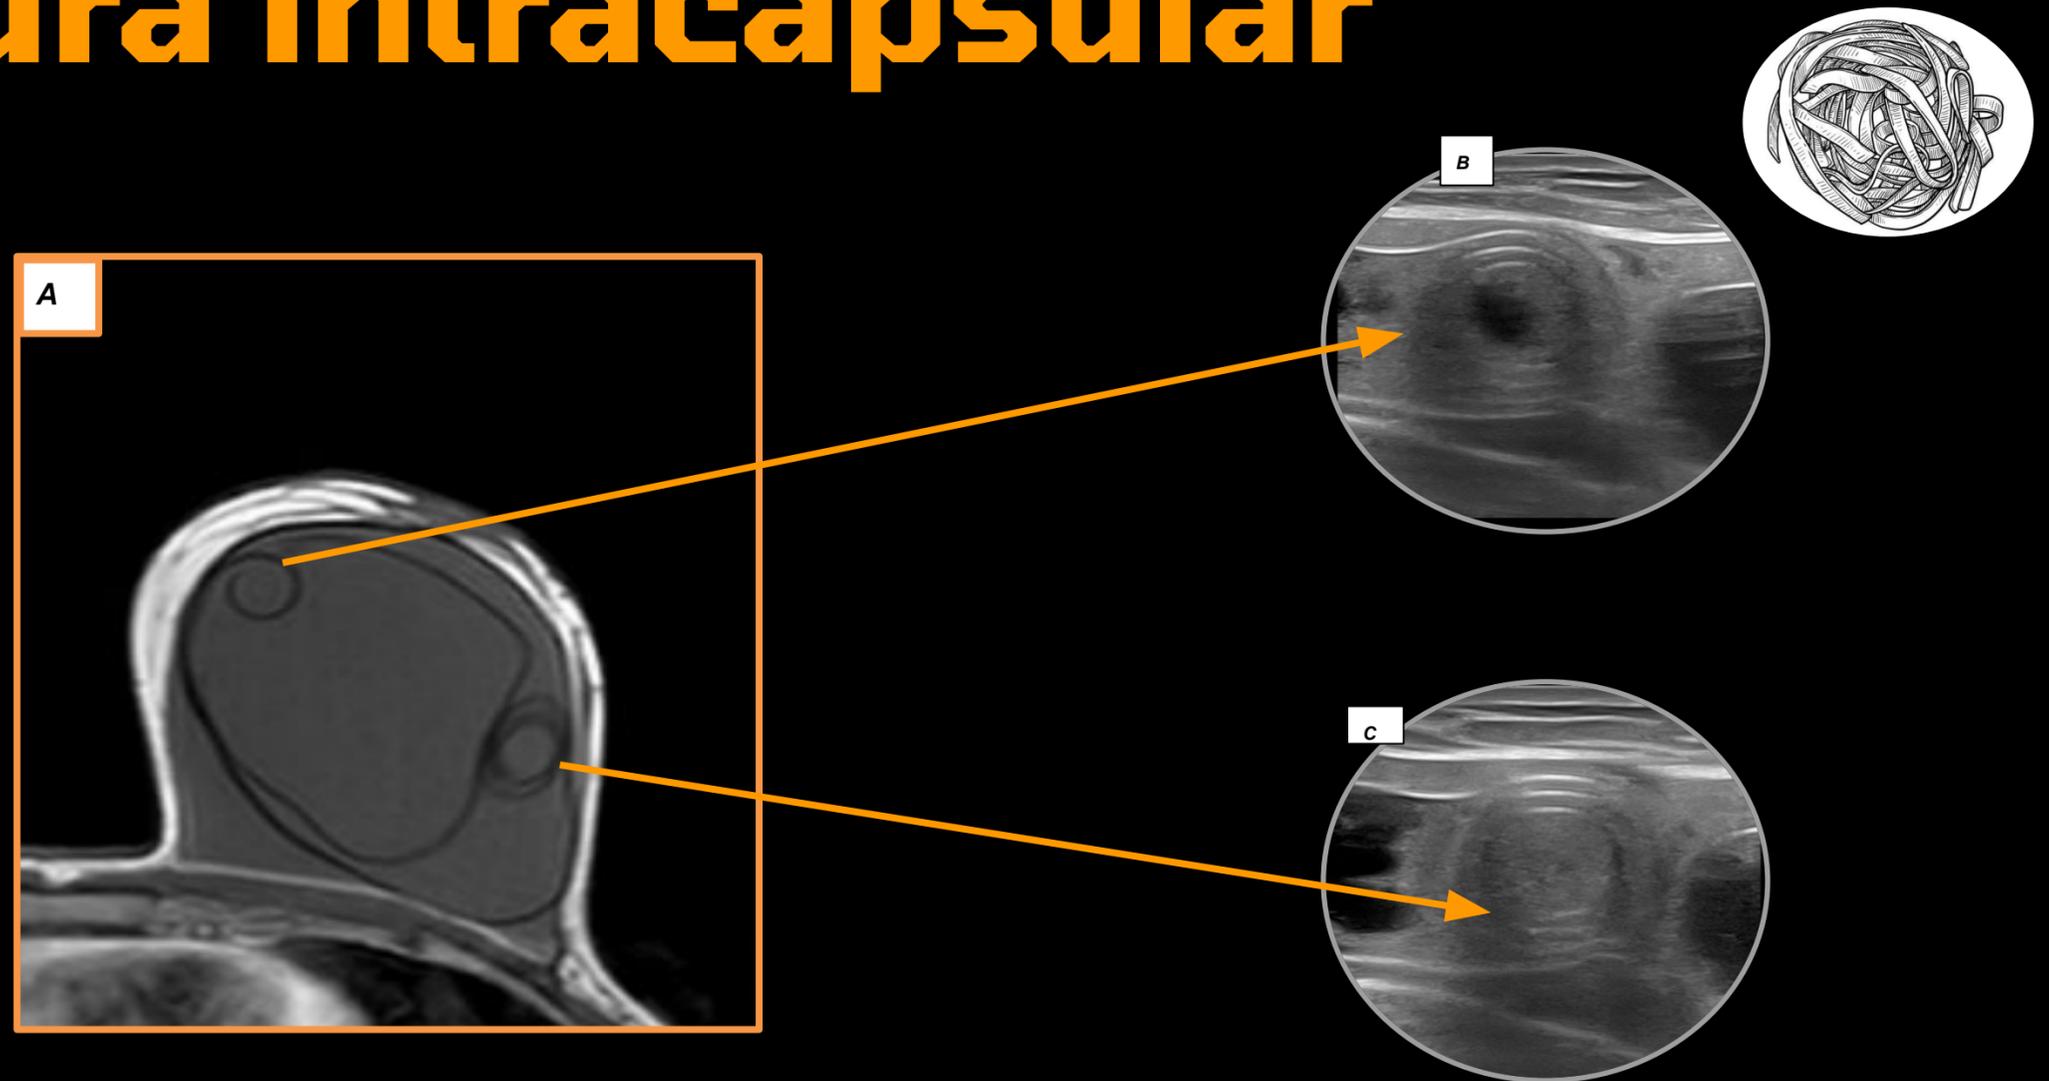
A- RM T1 donde se observa signo de linguini en relación a signo de ruptura intracapsular y en imágenes C y B se observan ecografías en relación al hallazgo descrito en la RM (flechas naranjas).
